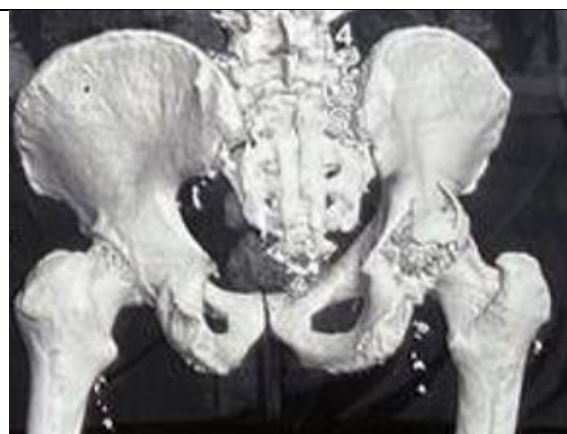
КТ кісток таза, 3Д-реконструкція
